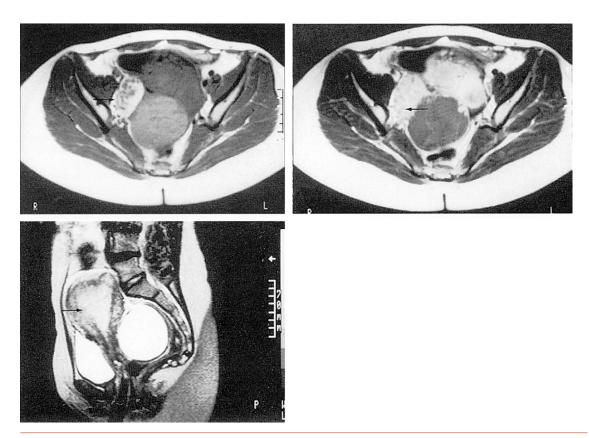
IRM pelvienne. Cancer endométrioïde de l'ovaire avec envahissement de l'utérus. Source : *IRM*, par D. Doyon *et al.* Masson, Paris, 2004.
